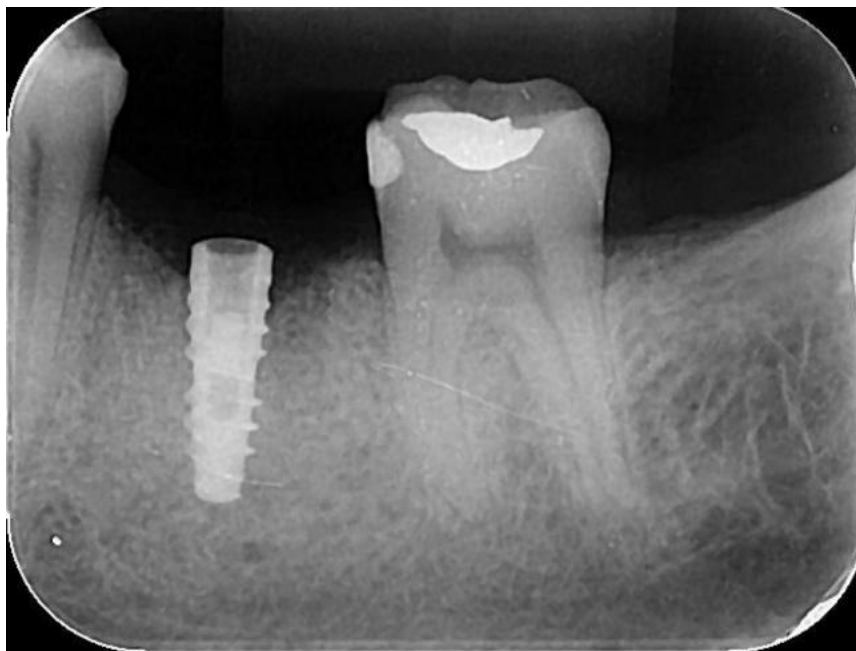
Radiografia no dia da instalação do implante.
